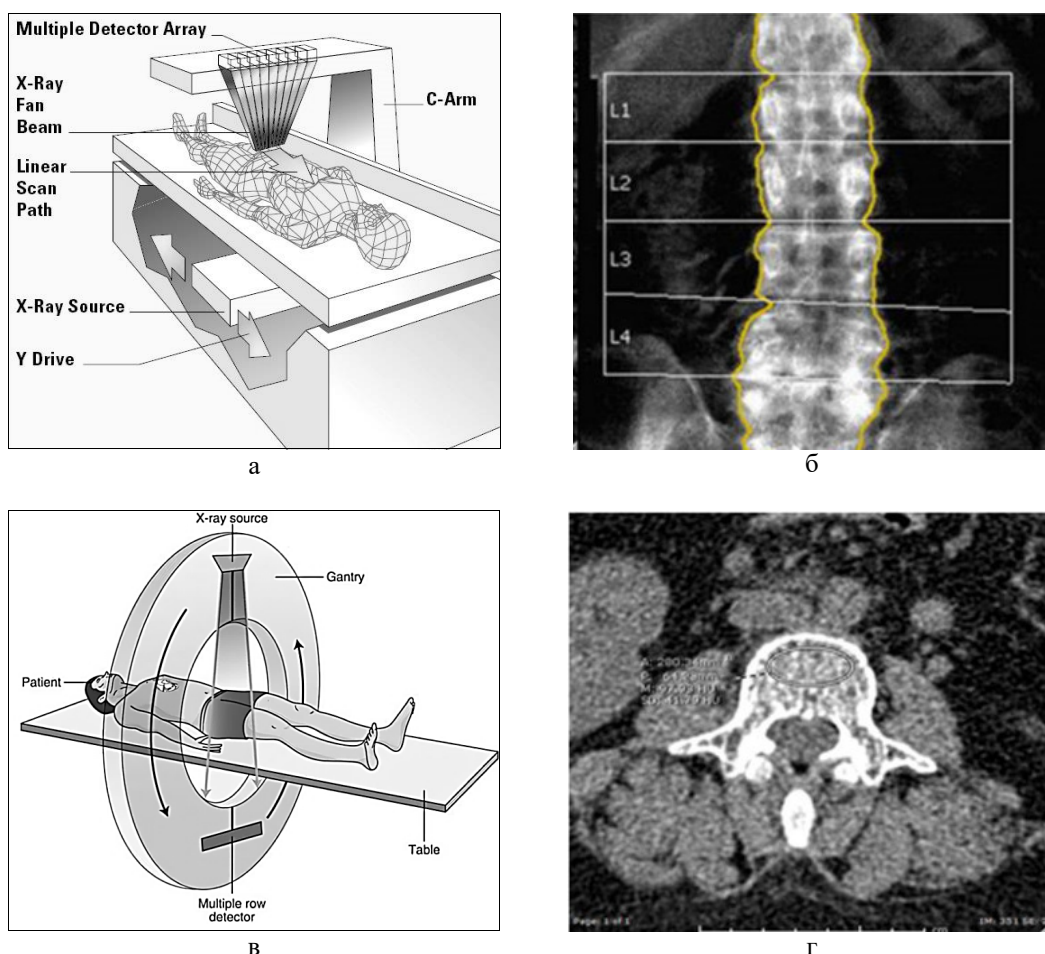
Порівняння технологій отримання зображень DEXA та КТ:
